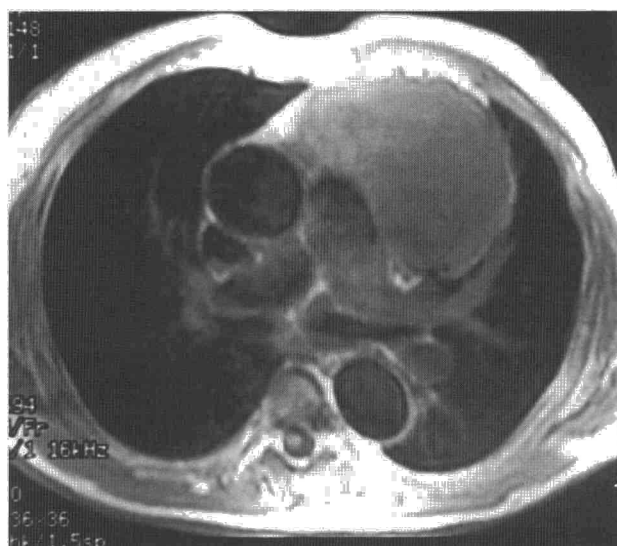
Imágenes de resonancia magnética (IRM) en dos cortes transversales en las que se puede apreciar la estrecha relación del tumor con la arteria pulmonar izquierda.
